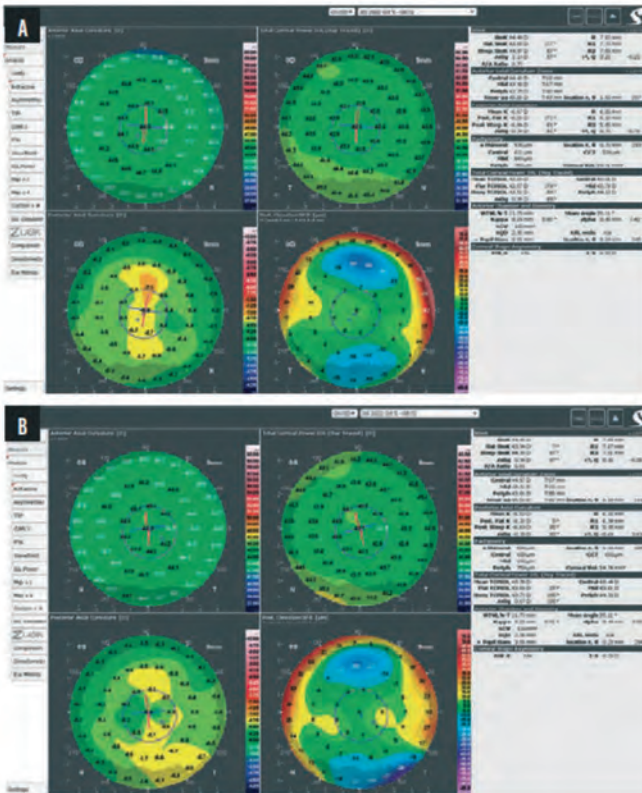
Предоперационная топография/томография роговицы (GALILEI) правого (А) и левого (В) глаза
